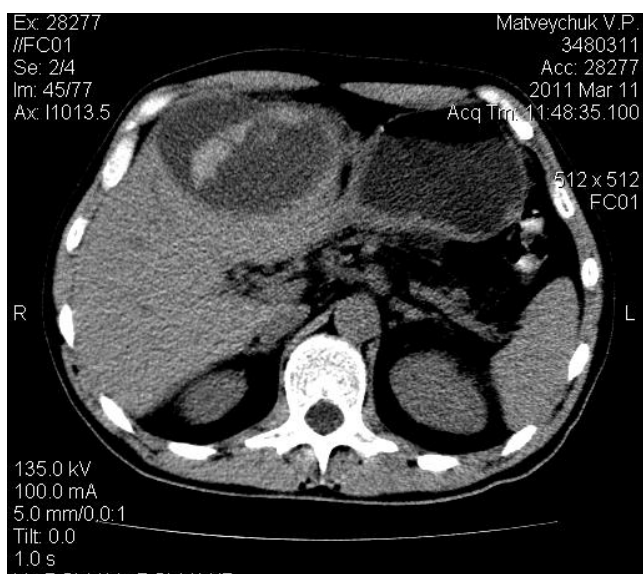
Киста в печени распространяется на VIII сегмент. В ее полости видны некротические массы (снимок предоставлен врачом-рентгенологом – Веселым А. Л.)
